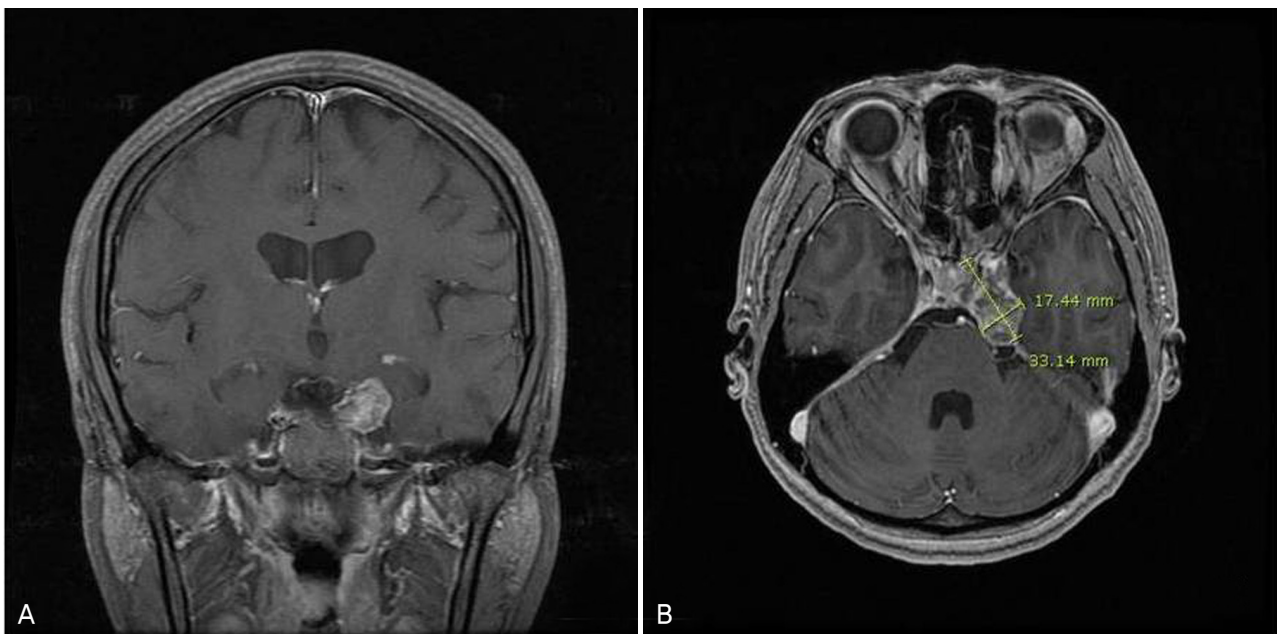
Magnetic resonance images. Coronal T1 enhanced imaging revealed a tumor in the left cavernous sinus (A). Axial T1 enhanced SPGR imaging revealed a 3.3×1.7 cm sized tumor involving the left cavernous sinus and petroclival bone (B).
